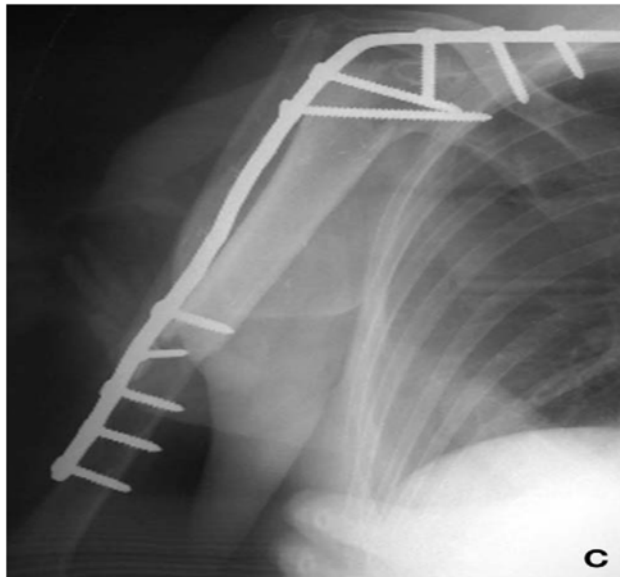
Radiographie de l'arthrodèse associant une allogreffe (tibia distal) et une fibula vascularisée
